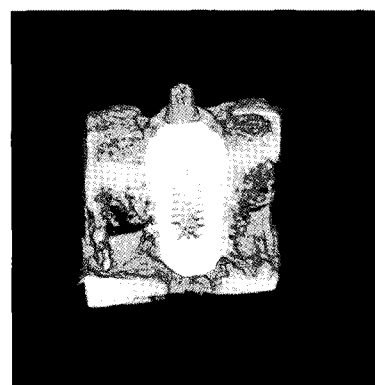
Micro CT view of RBM surface implant, (at 4 weeks)
